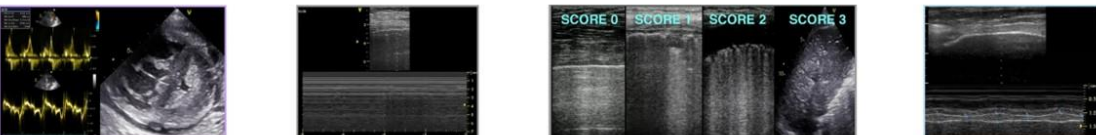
Вклад ультразвука критических состояний в лечение пациентов с ОРДС на искусственной вентиляции легких. * Пузырьковый тест - пузырьковая контрастная эхокардиография (BUBBLE TEST) — это безопасная неинвазивная процедура, такая же как УЗИ сердца, но с использованием физиологического раствора, который вводится через установленный в локтевой вене периферический катетер.
